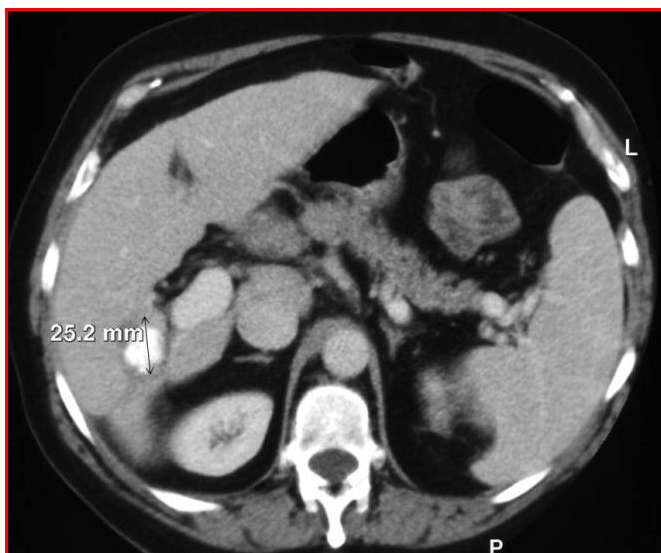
TAC con contraste. 24 meses después el tumor tratado ha disminuido de tamaño. Respuesta completa por criterios RECIST
